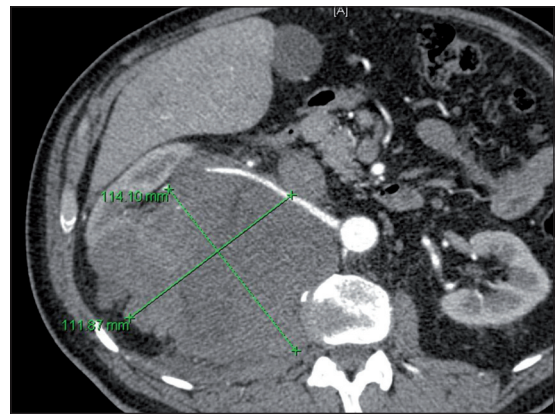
Tomografía computarizada simple y contrastada de abdomen que muestra un tumor renal derecho que contacta con la cara inferior del hígado, el hemidiafragma derecho, músculo psoas, los cuerpos vertebrales y desplaza la vena cava inferior.
